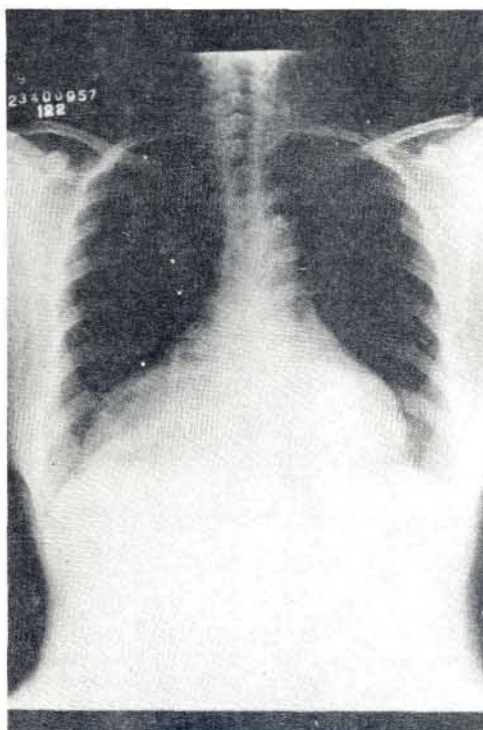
Radiografía pósterio-anterior de tórax de una paciente con un lipoma pericárdico derecho.
